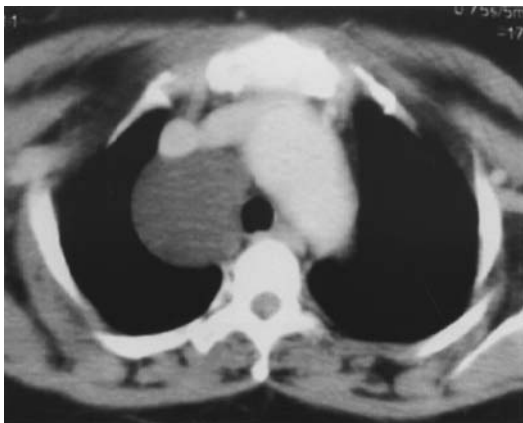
TAC de tórax que evidencia la imagen de una lesión quística de bordes bien definidos localizada en mediastino medio.
